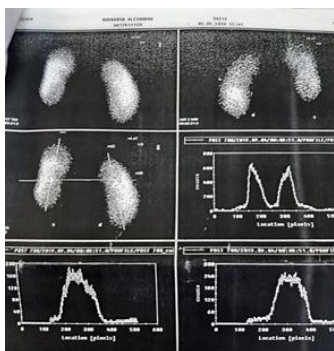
Статическая сцинтиграфия почек
